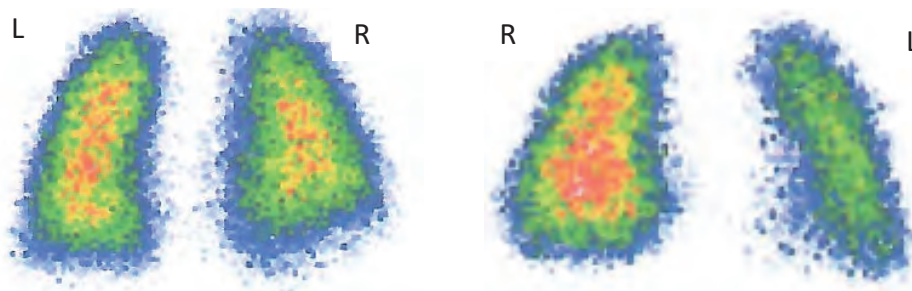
Child U.M., Pulmonary scintigraphy by perfusion performed at discharge (explanations in the text).
